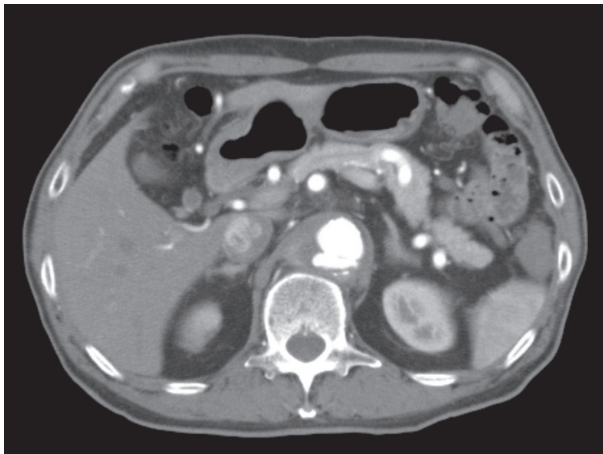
Preoperative enhanced computed tomography of case 1.
